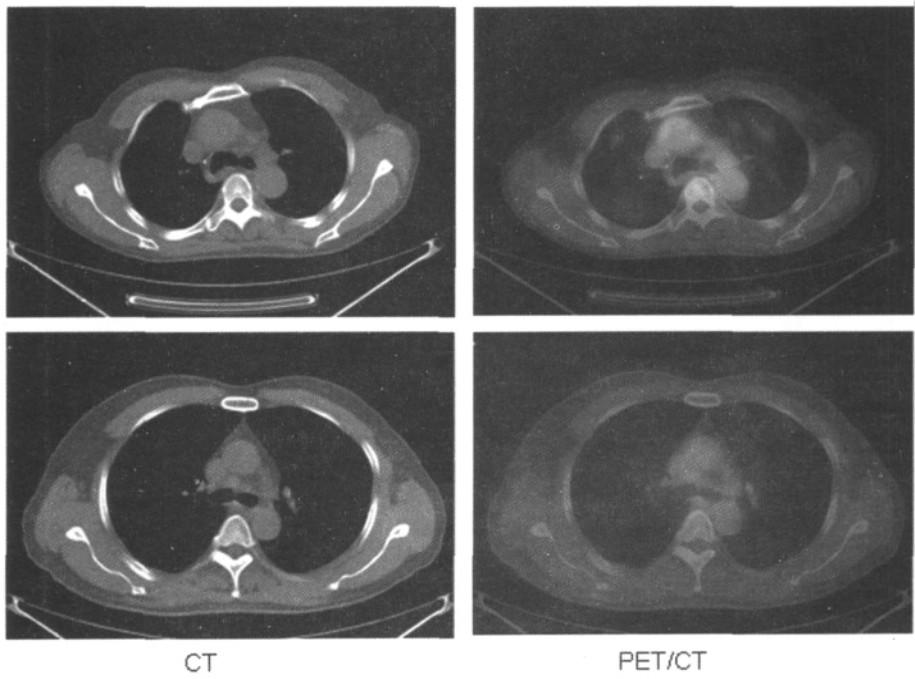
纵隔淋巴结 CT 及 PET-CT 检查结果比较
